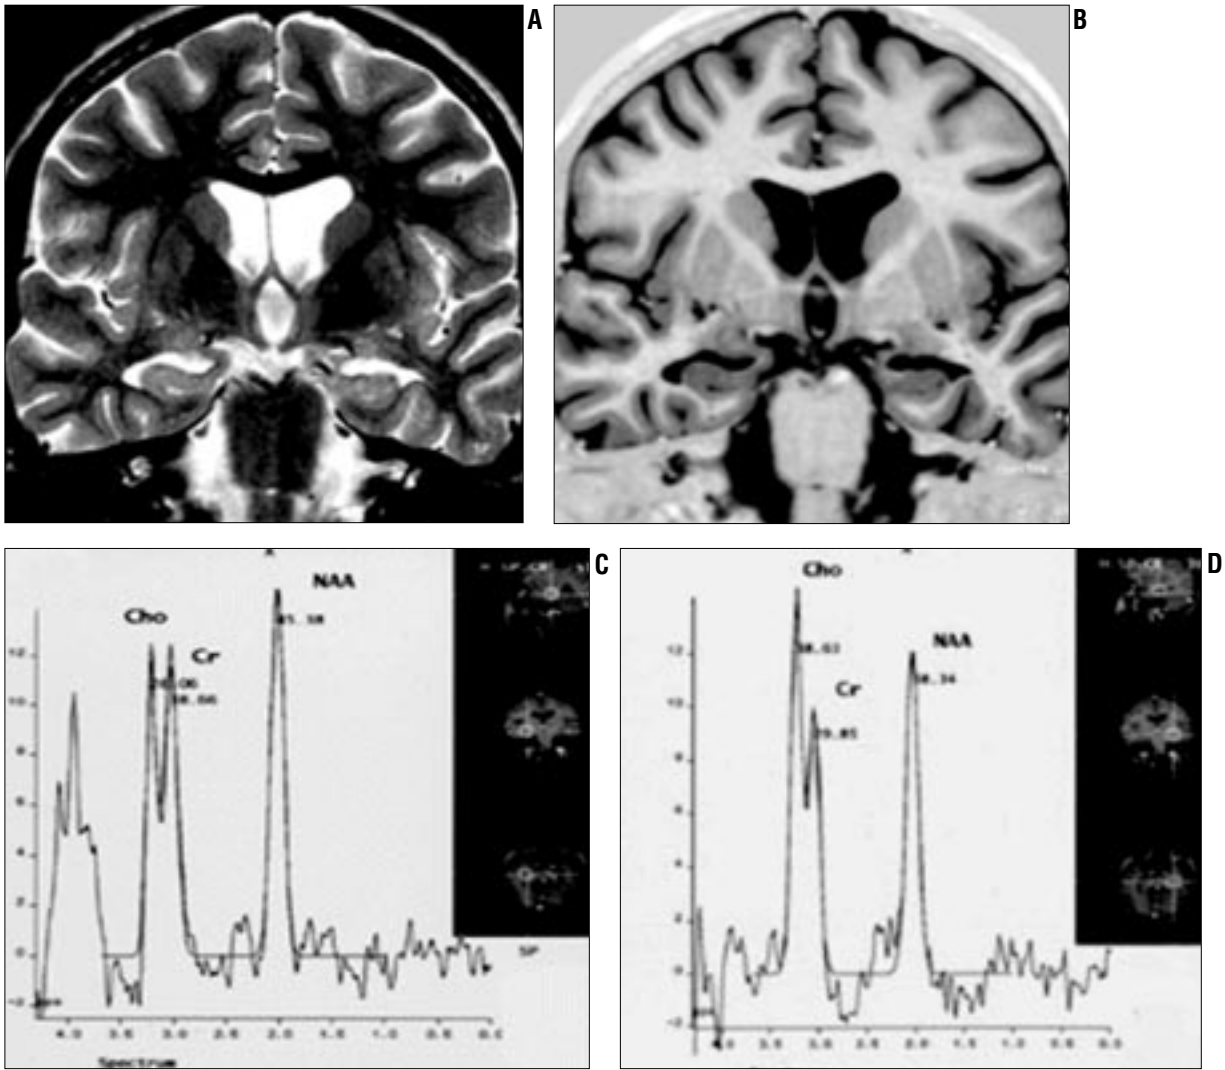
Bilateral MTS bulguları. A. T2 FSE sekansta her iki hipokampus içinde intensite artışı izleniyor (ok). B. T1 IR sekansta her iki hipokampus içinde atrofi, intensite kaybı ve homojenitede azalma izleniyor (ok). C. FLAIR sekansta her iki hipokampus içinde intensite artışı dikkati çekmekte (ok). D. Spektrumda her iki hipokampus içinde NAA'da azalma, Cho ve Cr'de belirgin artma görülüyor.
